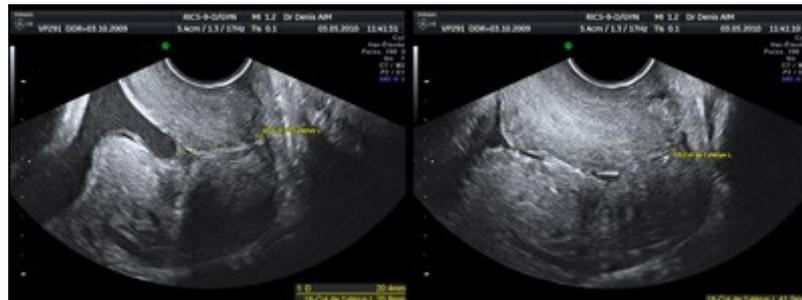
Aspect anormal d'un col à l'échographie par voie endovaginale
